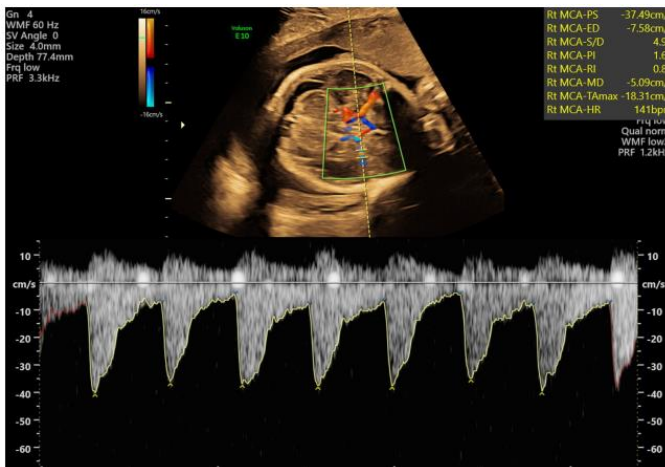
Bản đồ Doppler màu của đa giác Willis.
